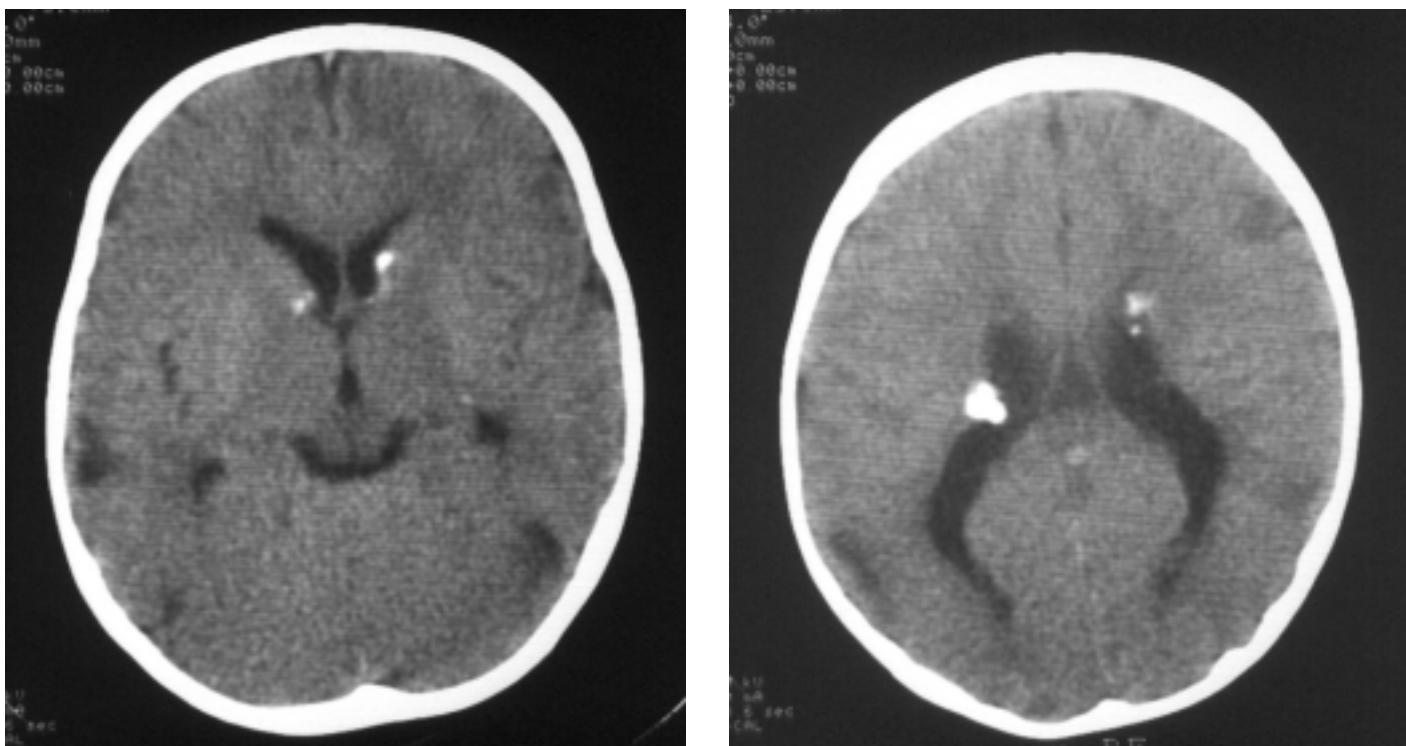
Компьютерные томограммы ребенка 8 мес. Диагноз: туберозный склероз. В стенках боковых желудочков субэпендимально расположены специфические петрификаты.
